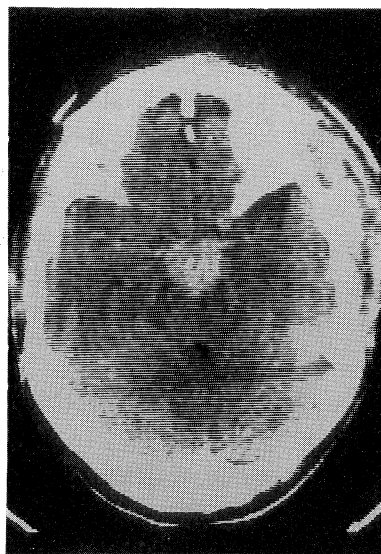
Postoperative CT scan showing that the long axis of the tumor measured 24 mm.
